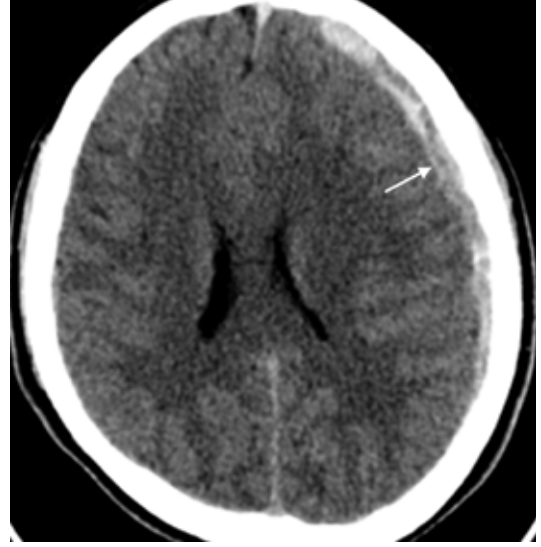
Beyin BT incelemesinde sol temporal lob anterior komşuluğunda venöz epidural hematom (ok).
